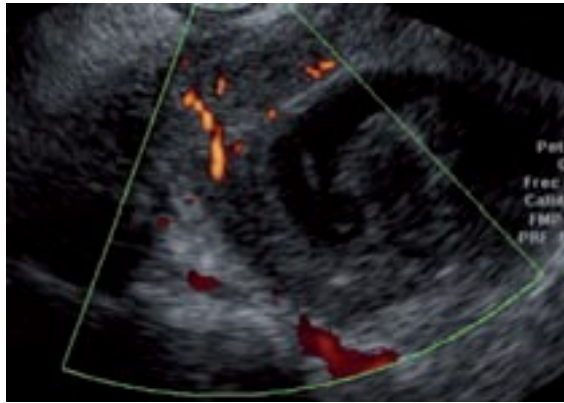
absceso tubo-ovárico con Doppler.
